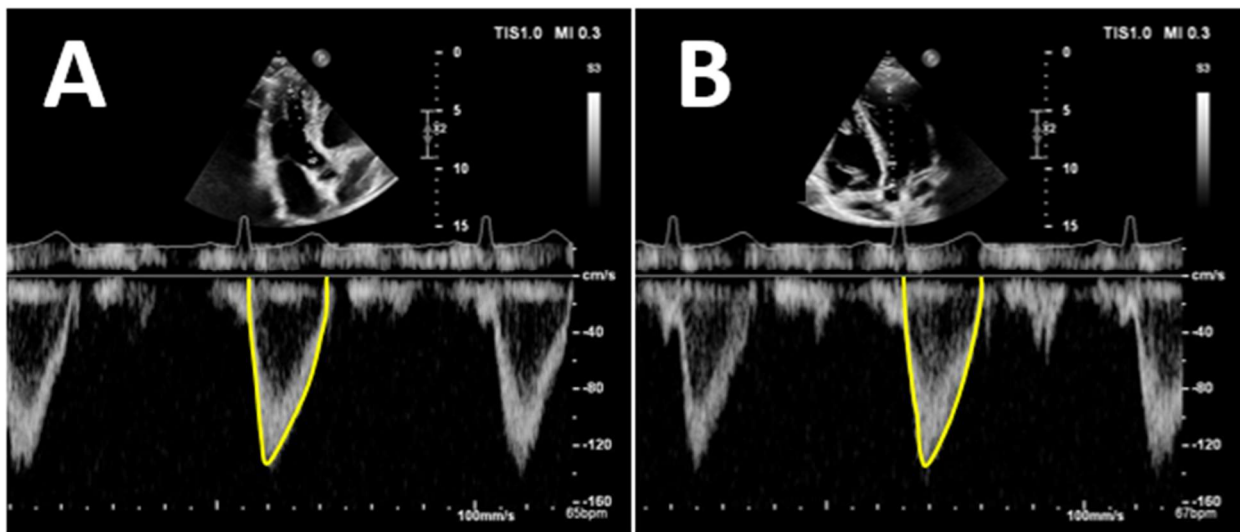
Messung der maximalen Geschwindigkeit und des Geschwindigkeitszeitintegrals mittels PW-Doppler im LVOT im Dreikammerblick (A) und alternativ im Fünfkammerblick (B).
